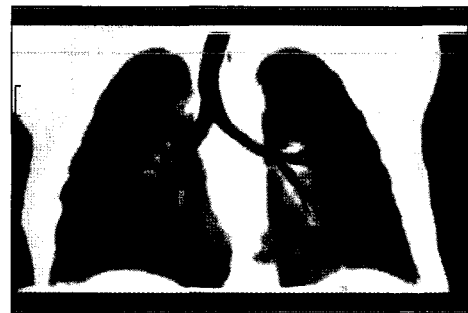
Postoperative 3-dimensional CT. No airway obstruction.
